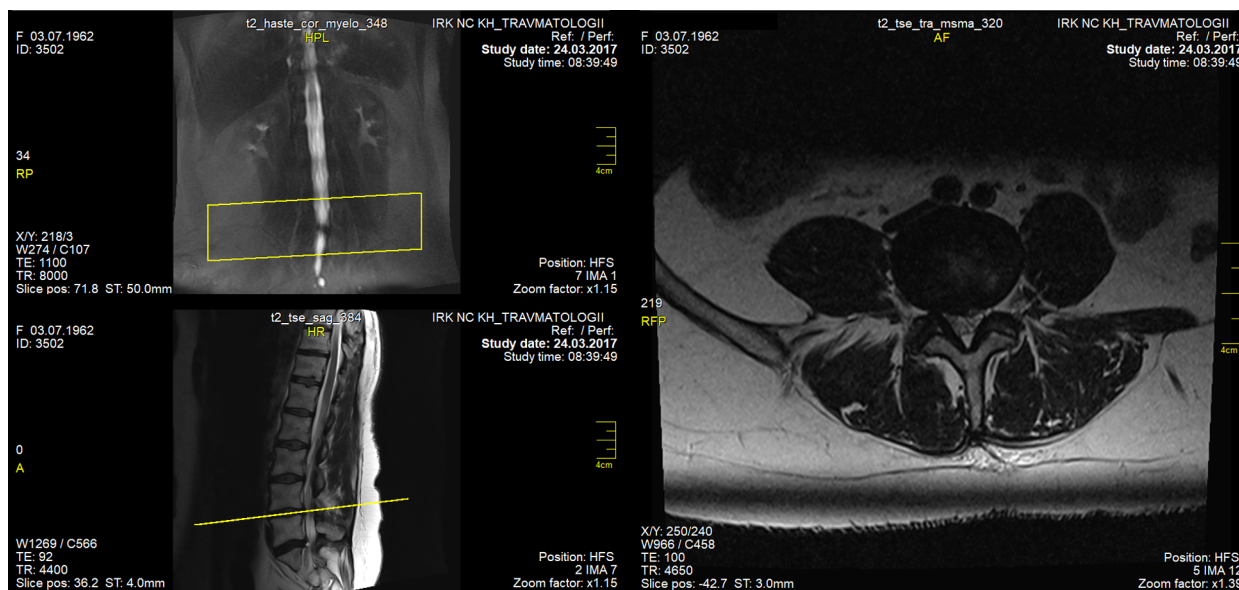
МРТ пациентки В. до операции. Показан дегенеративный центральный стеноз позвоночного канала на уровне позвоночно-двигательного сегмента L_{IV} - L_V
